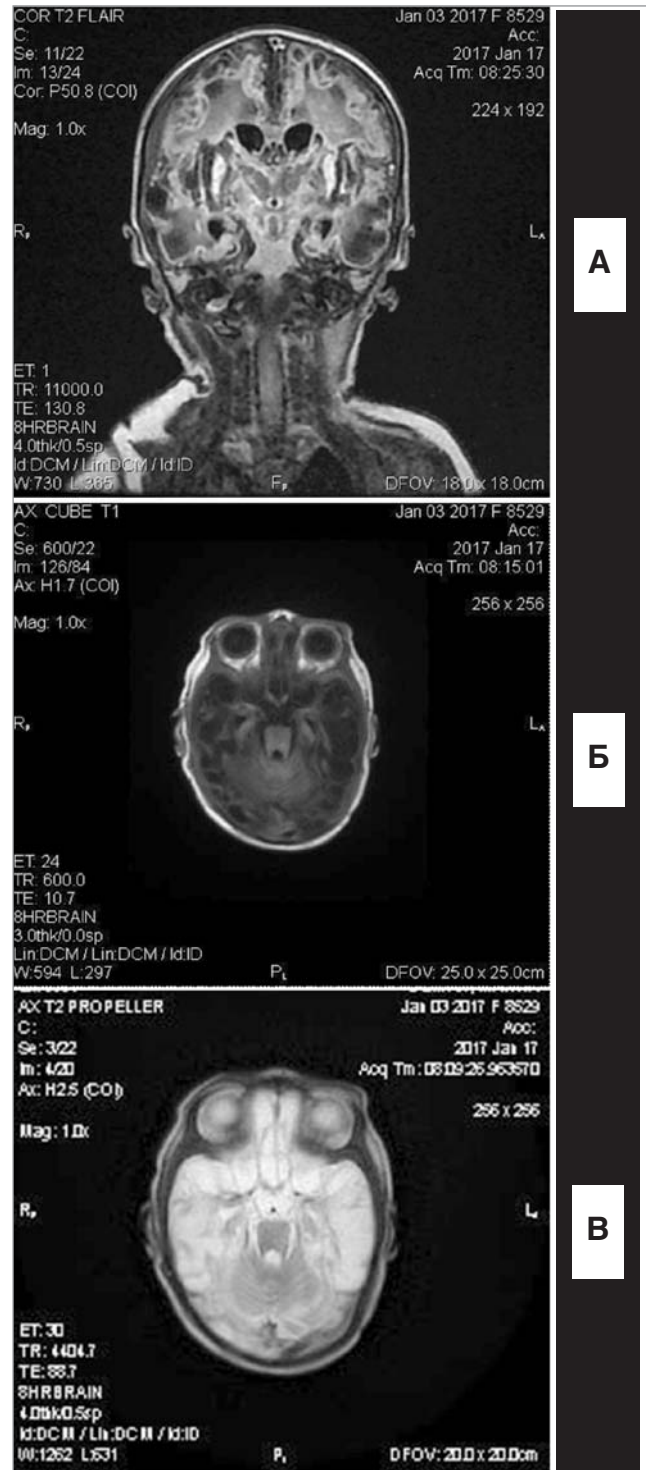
А, Б, В. МРТ головного мозку
